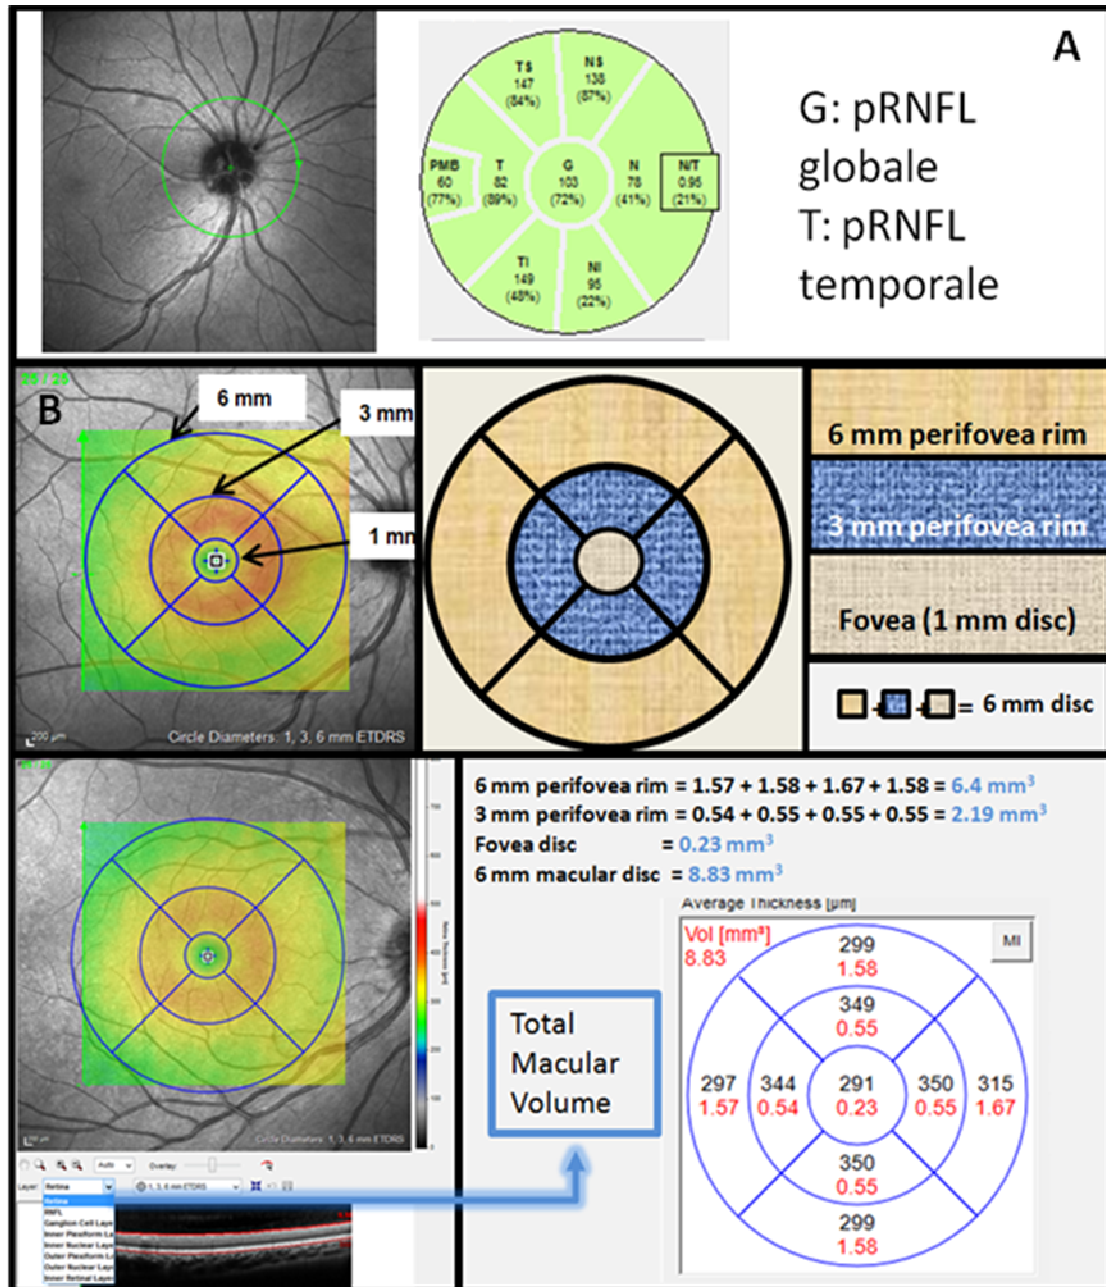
Description de l'OCT (Tomographie par cohérence optique) péripapillaire et maculaire
